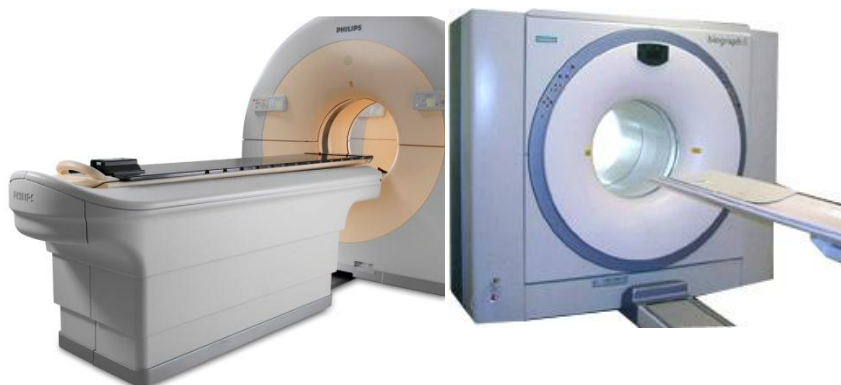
Equipamentos de PET/CT. À esquerda encontra-se o equipamento *Philips® Gemini GXL* e à direita o equipamento *PET/CT BIOGRAPH 6 – Siemens®*
